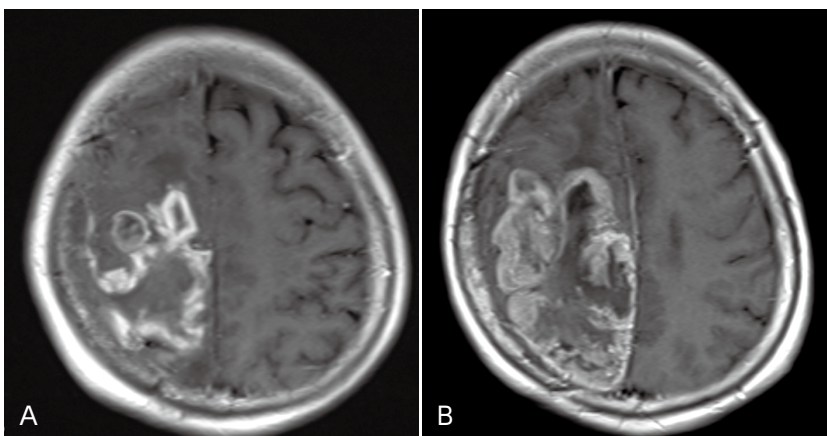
症例3 造影 MRI A: 術 14 日後, B: 術 15 カ月後
